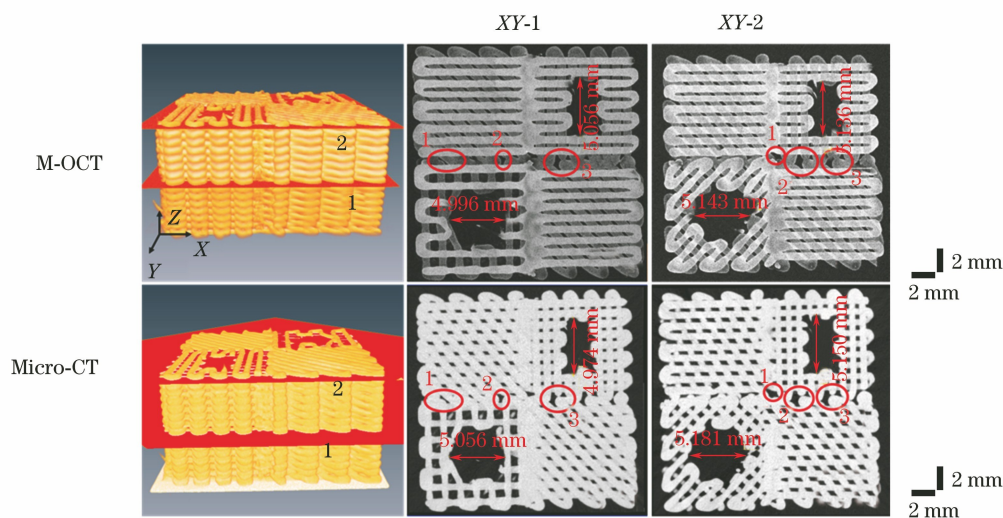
M-OCT 与 Micro-CT 的 XY(en-face)面对比
